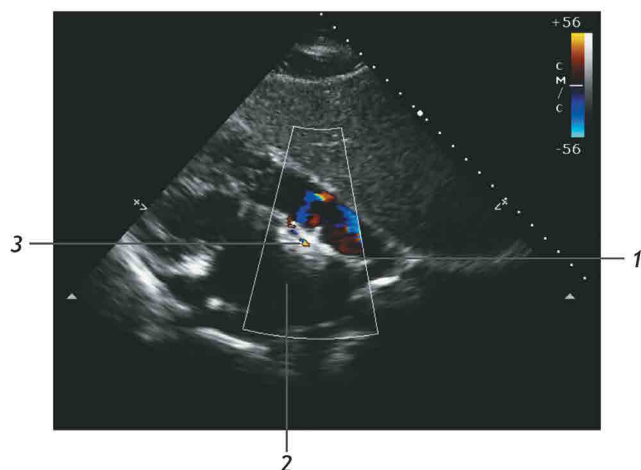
Финальный эхокардиографический контроль: 1 — межпредсердная перегородка; 2 — левое предсердие; 3 — окклюдер с незначительными дополнительными сбросами
